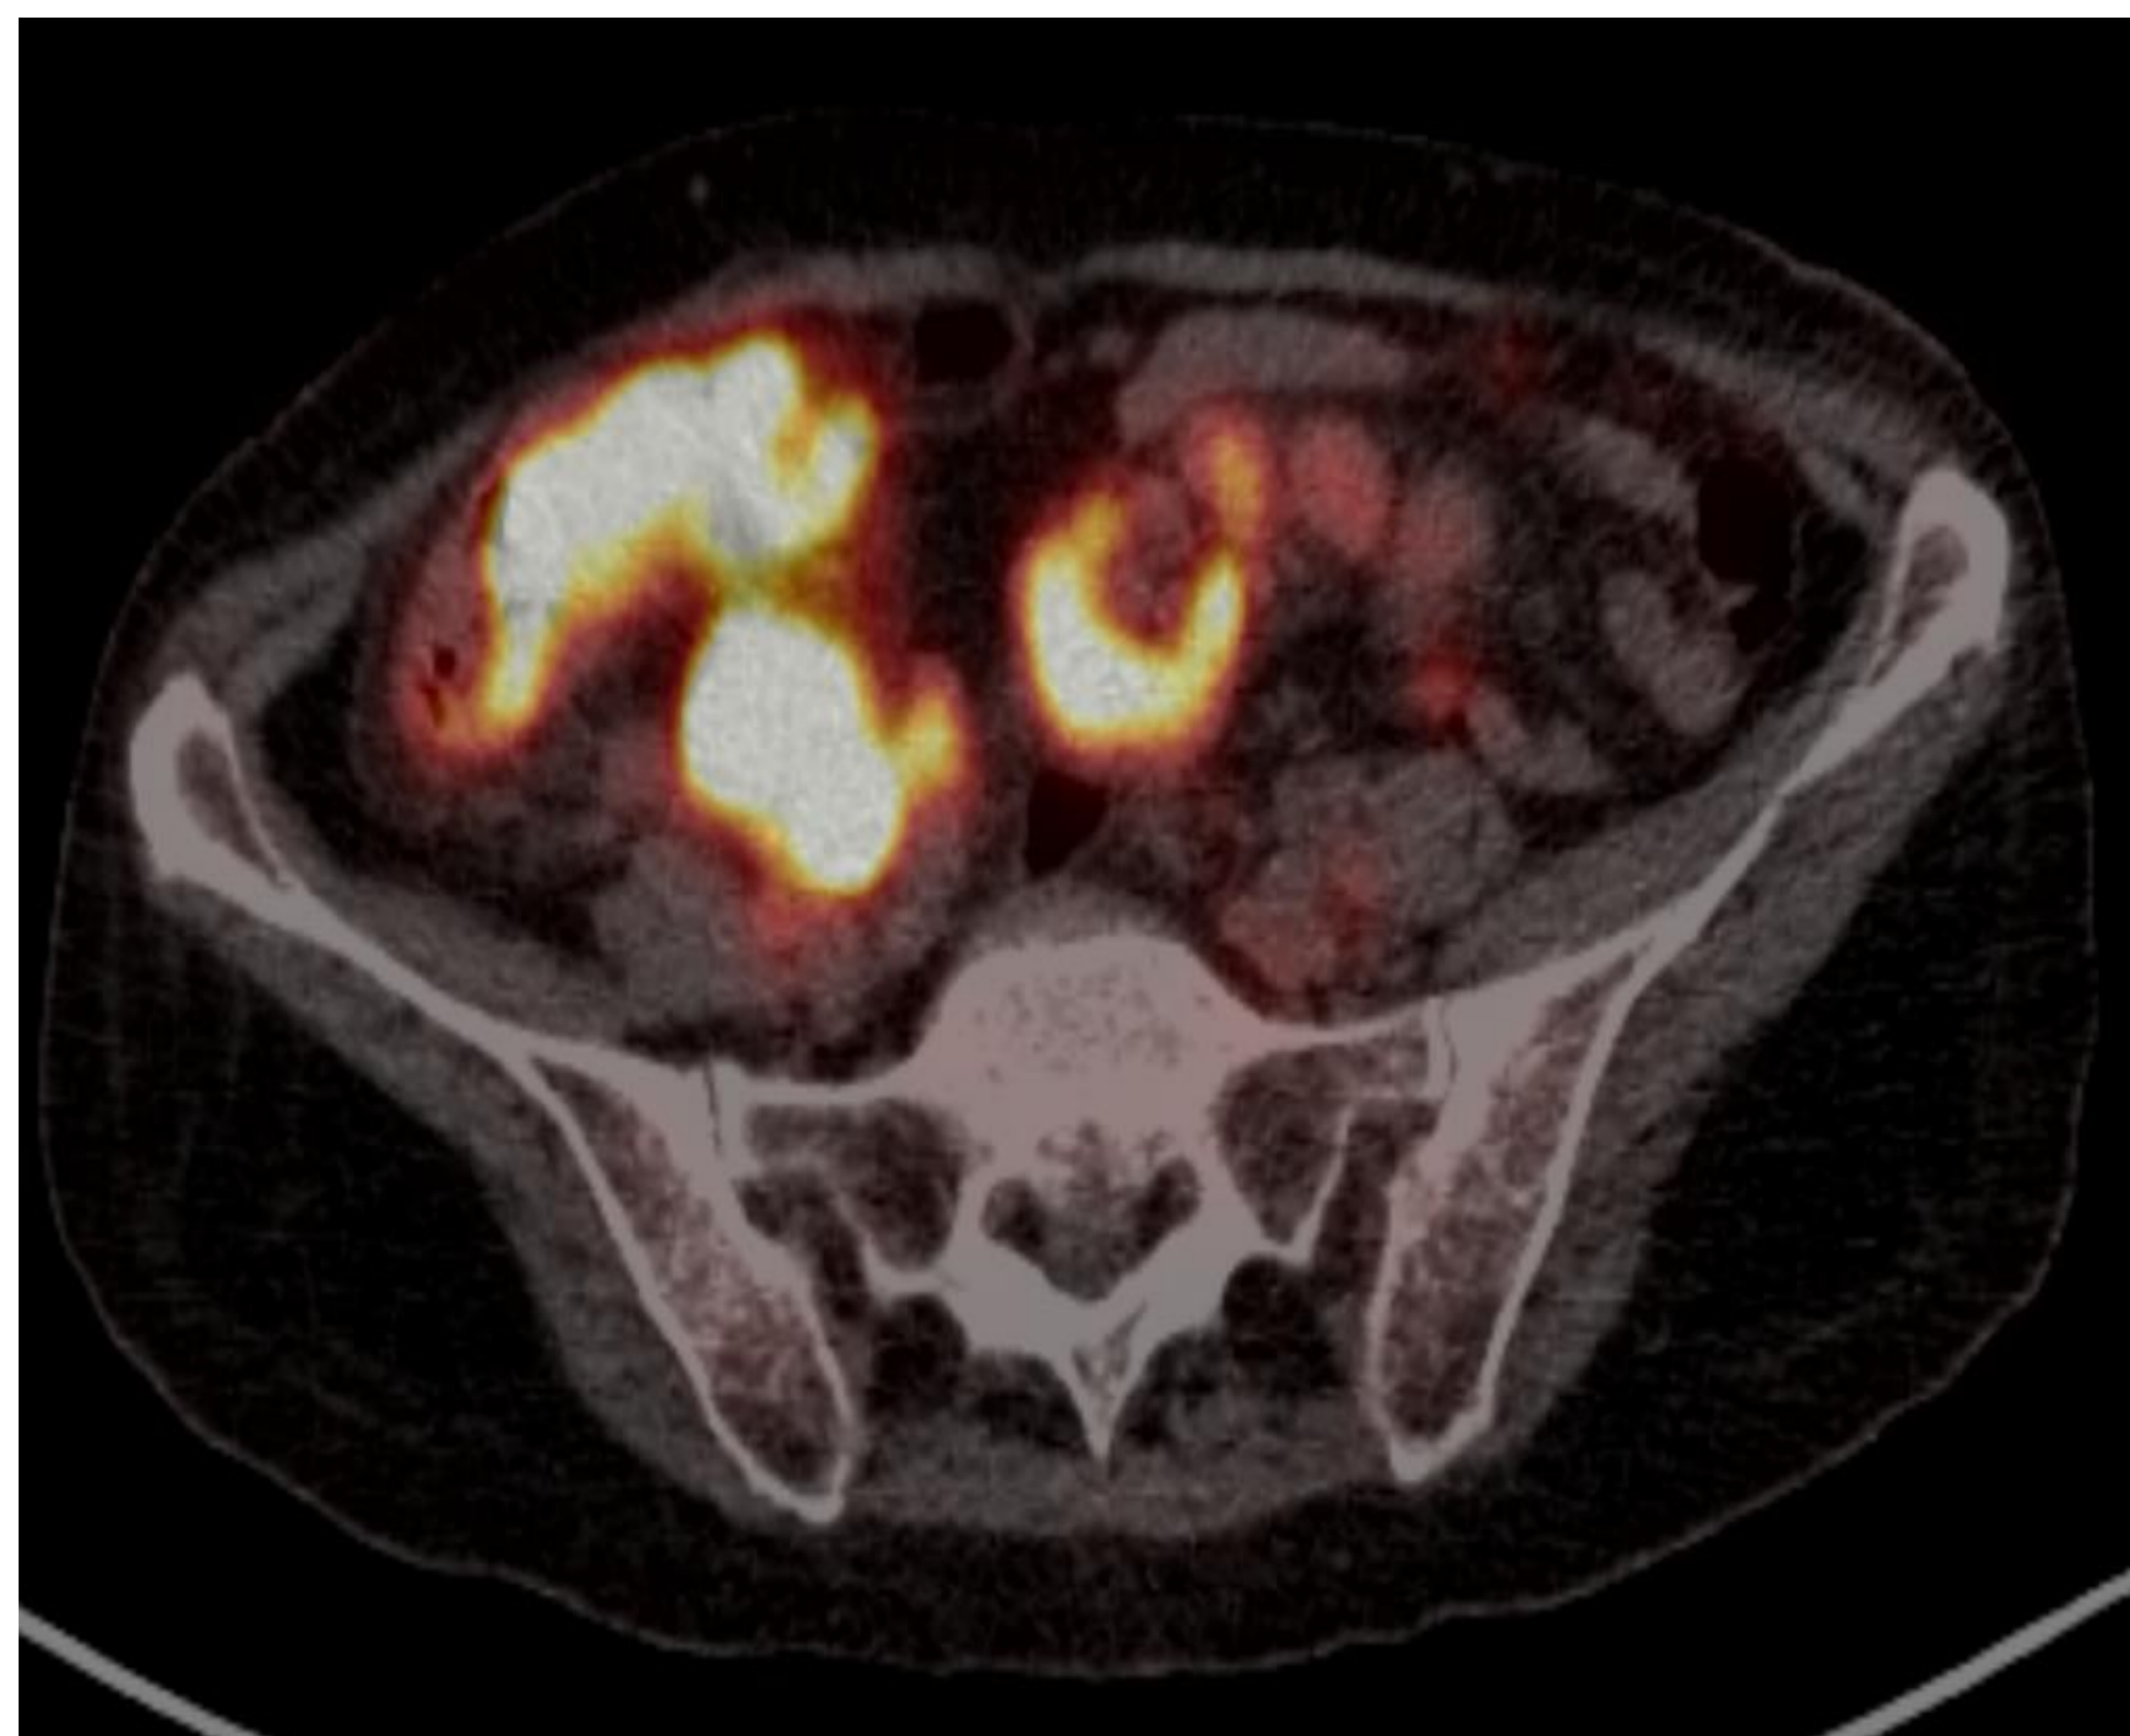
TC en fase portal y PET-TC. Importante engrosamiento parietal de colon a nivel del ciego y primera porción de colon ascendente con un hipermetabolismo llamativo a dicho nivel. Se visualizan también adenopatías hipermetabólicas locorregionales.
